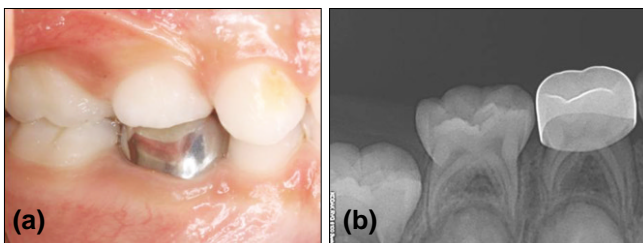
Intraoral view(a) and periapical view(b) after 6 months.
